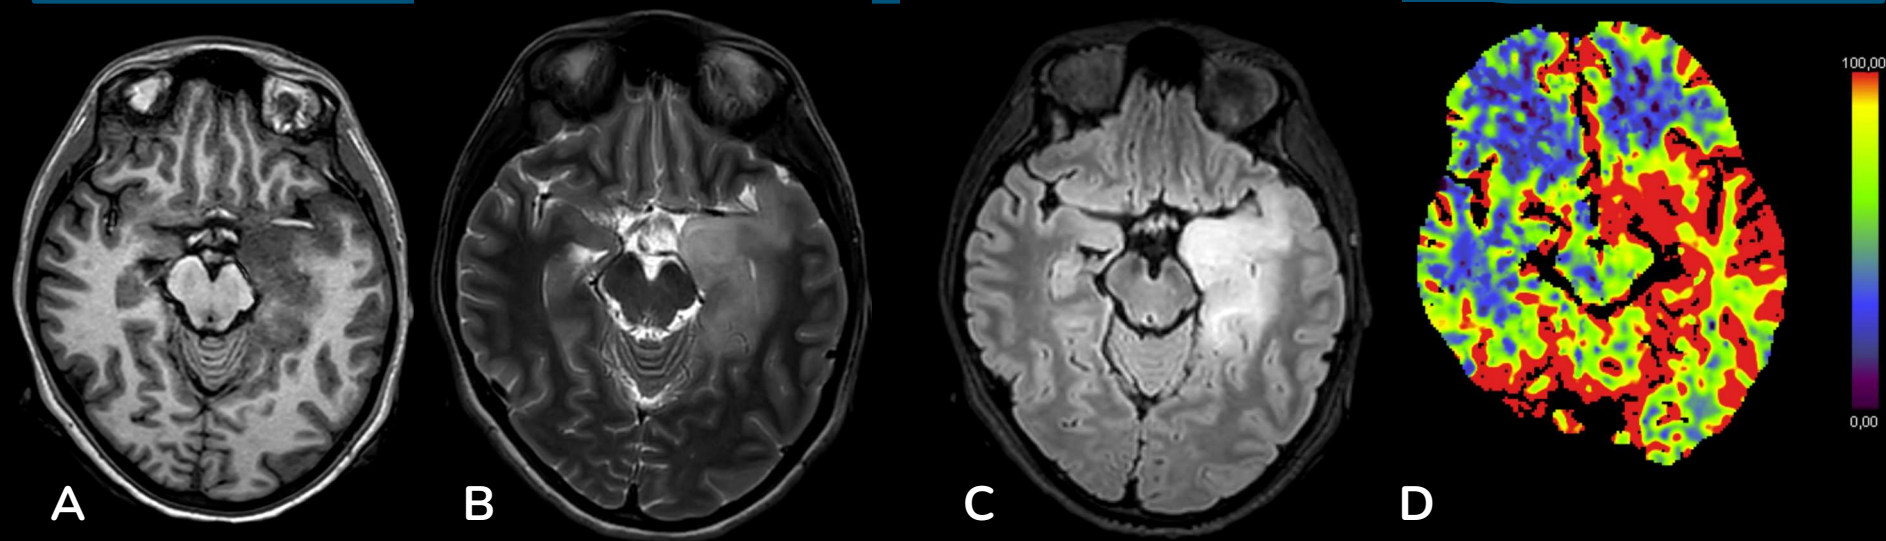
RM cerebral axial en secuencias T1 (A), T2 (B) y FLAIR (C) que muestra una extensa área de alteración de la señal e ingurgitación parenquimatosa de localización temporo-insular izquierda con compromiso hipocampal. Perfusión (D) que muestra un patrón de hiperaflujo temporo-insular. Hallazgos sugestivos de encefalitis herpética.
